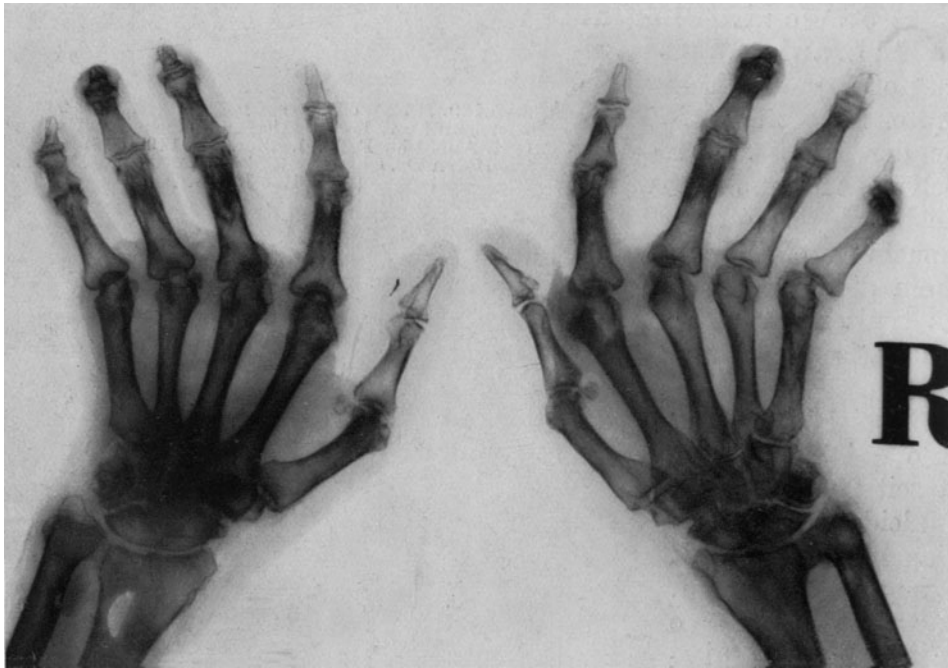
Röntgenbild der Hände von Abb. 152. Beachte die typische ulnare Abduktionsstellung, die Subluxation und Atrophie der Gelenkenden.
